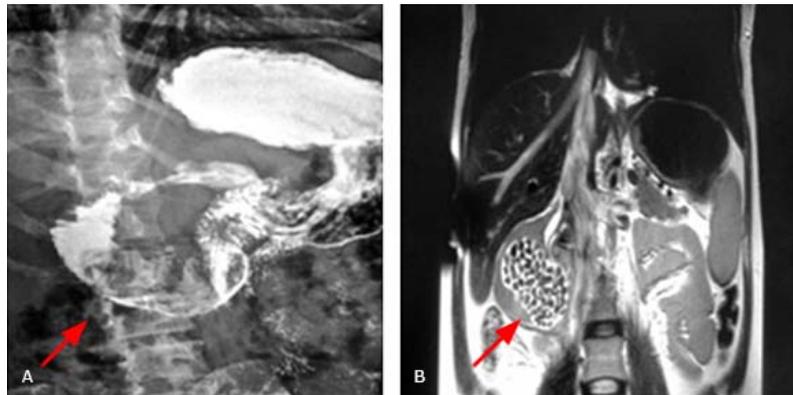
Serie contrastada gastroduodenal: defecto de lleno en segunda-tercera porción duodenal. B. Colangiografía por resonancia magnética, corte coronal T2: dilatación sacular de colédoco terminal con cálculos en su interior
